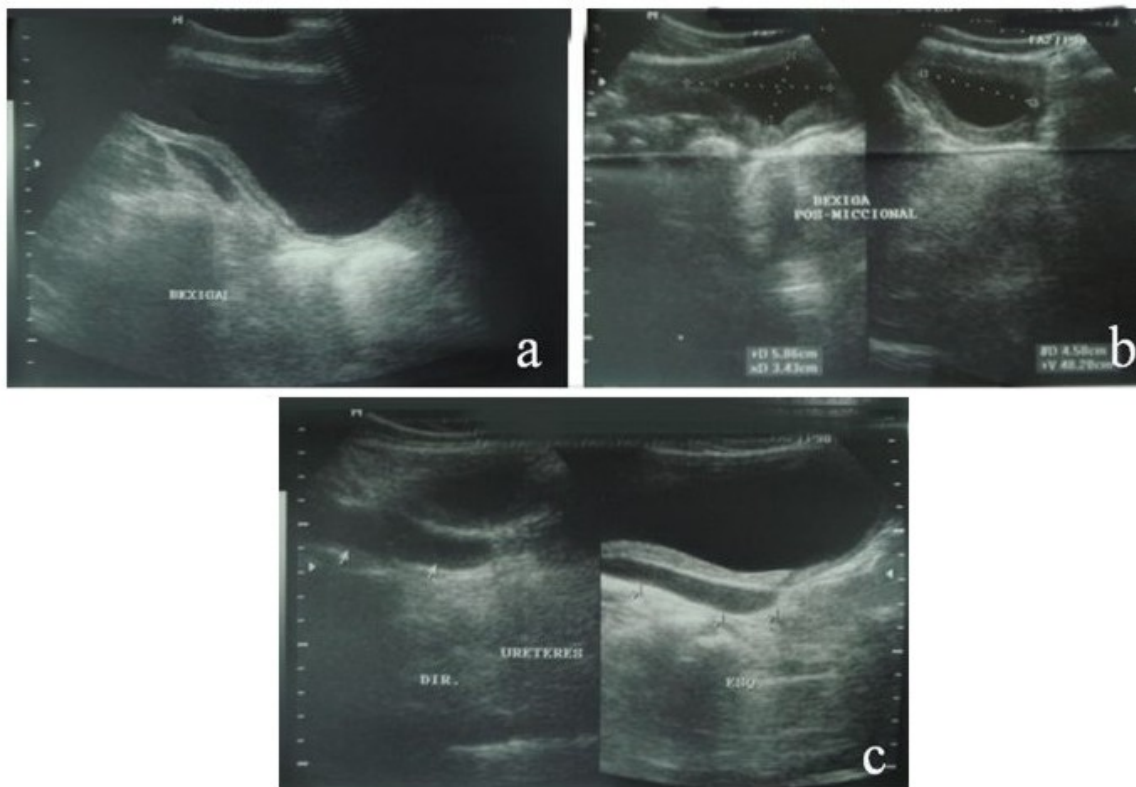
Ultrassonografia da bexiga (a, b e c), onde observamos discreto espessamento das suas paredes na fase pré-miccional e resíduo urinário na fase pós-miccional. Destaca-se a dilatação do ureter distal direito.
